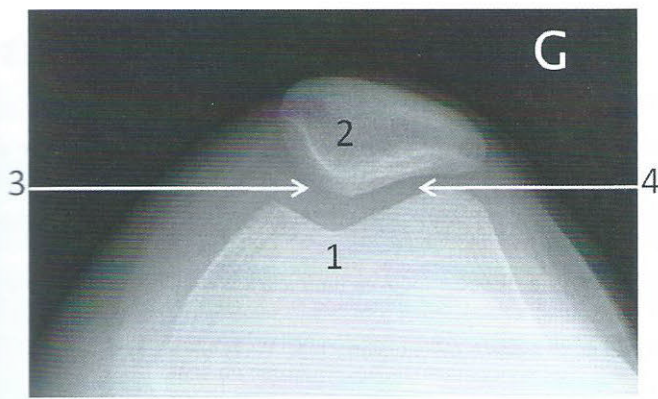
Radiographie du genou gauche
